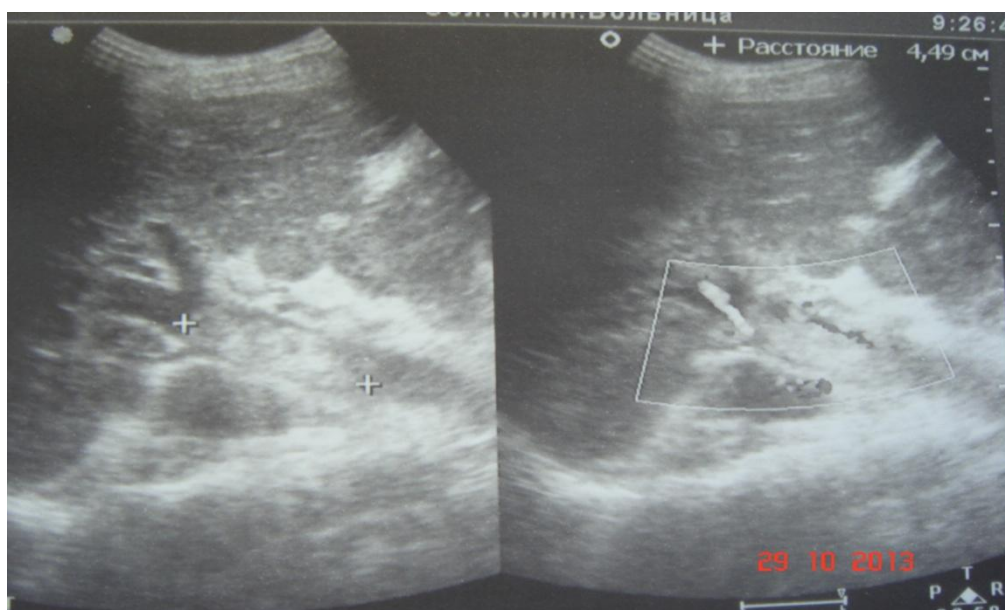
УЗИ. Тромбоз воротной вены.
